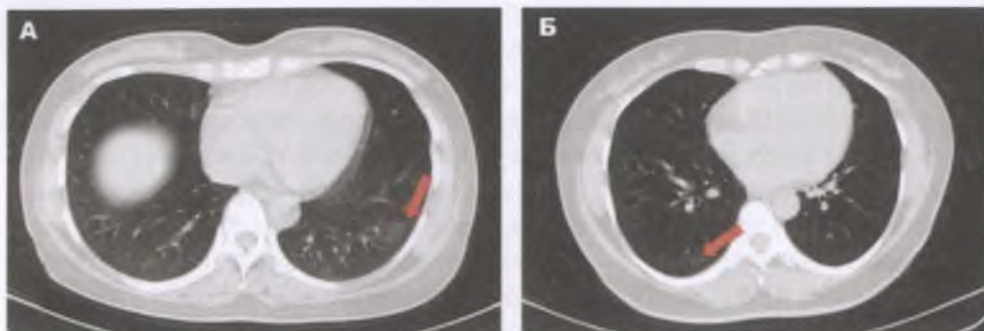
Компьютерная томография грудной клетки двух бессимптомных пациентов.
